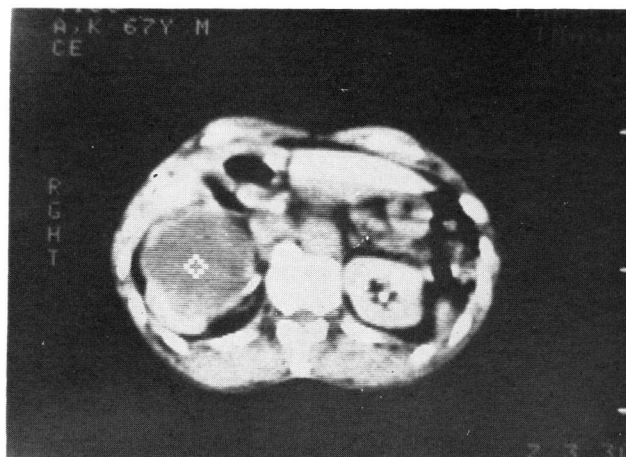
Low density mass with irregularly thickened wall is demonstrated by enhanced CT-scan.
